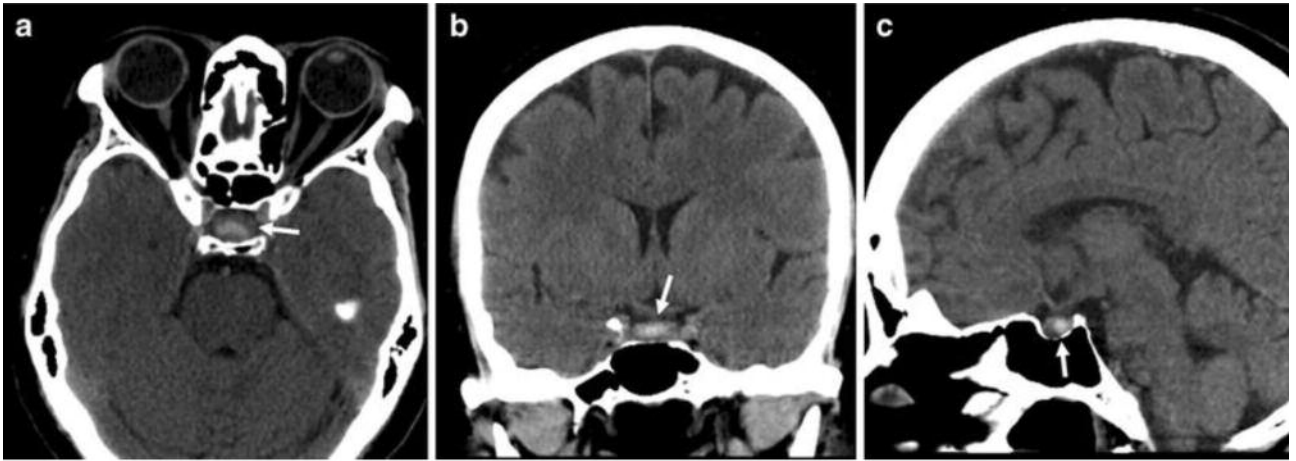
КТ проявление АГ. Стрелки на аксиальной (а), корональной (б) и сагиттальной (с) проекциях указывают на интраселлярное поражение, гомогенно сверхплотное, из-за присутствия геморрагического компонента
